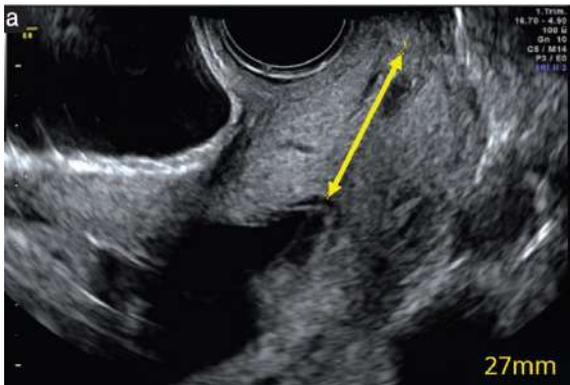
Imagen de ultrasonido transvaginal de un cuello uterino normal, imagen obtenida de guía de práctica How to measure cervical length. (39)
